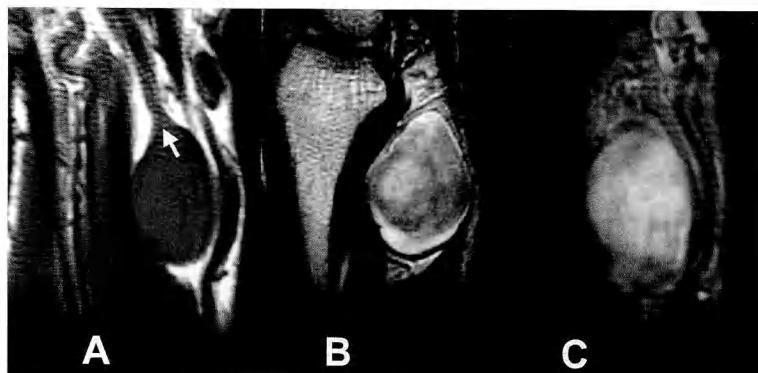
Findings of a schwannoma on magnetic resonance imaging. T1-weighted image (A) shows the tumor to be of low signal. An arrow indicates a continuity between the tumor and the median nerve. On T2-weighted image (B), the tumor demonstrates high signal with some heterogeneity. T1-weighted image after Gd-DTPA (C) reveals diffuse enhancement inside the tumor.
